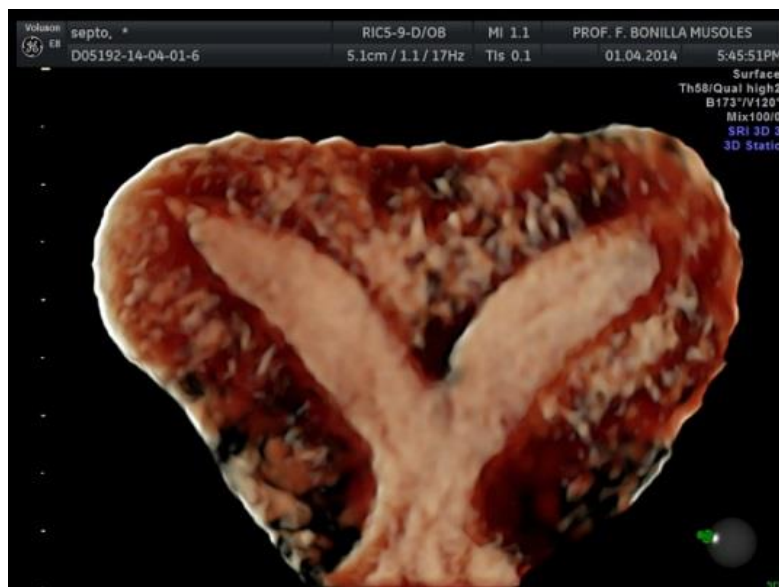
Útero septo con ecografía 3D HDlive y modo tijera.
